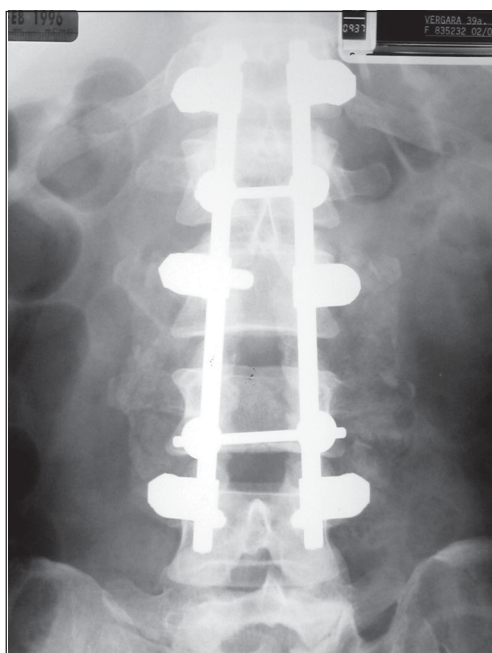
A: Radiografía AP y B: lateral post-operatoria.
